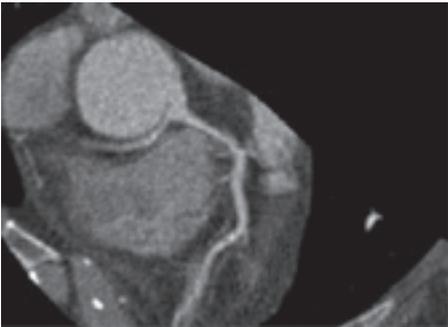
Angio TAC en el que se observa trayecto normal de arteria coronaria izquierda (en amarillo)
